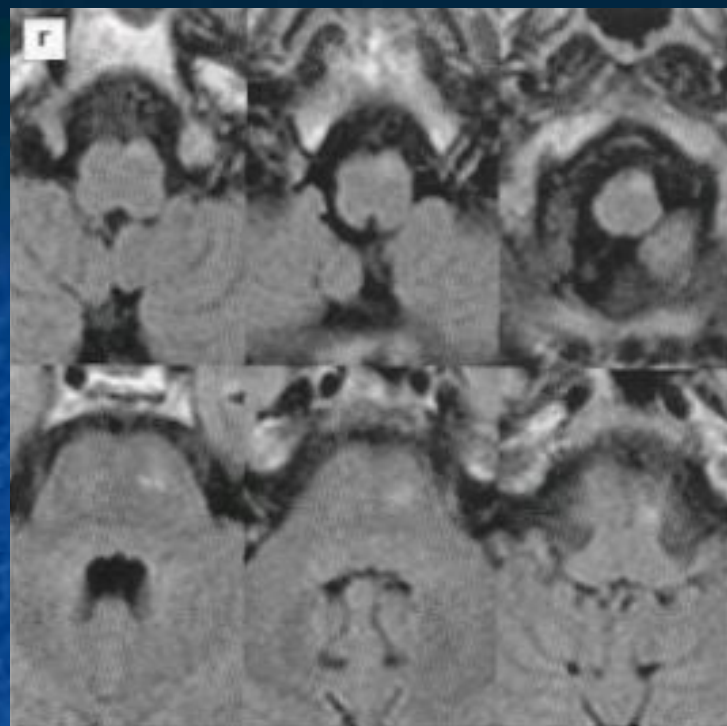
(Продолжение). г–д — аксиальные в режиме FLAIR и фронтальные в режиме T2 (е), выявляют повышение сигнала от левого кортико-спинального тракта вторичного характера (Валлеровская дегенерация).
